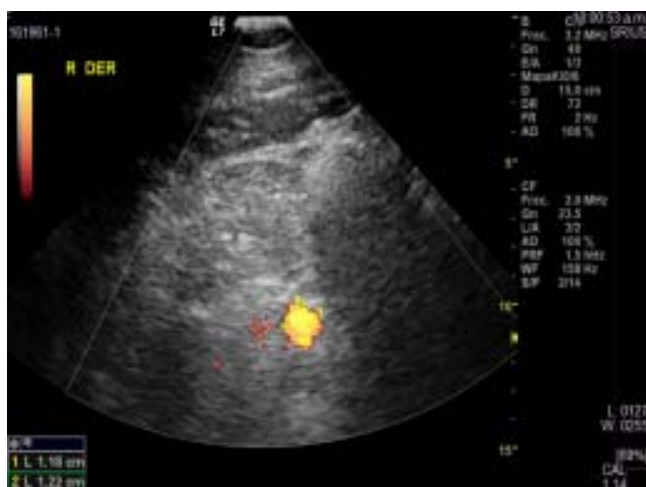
Ecografía renal que muestra aneurisma de 1.18 x 1.22 mm.
